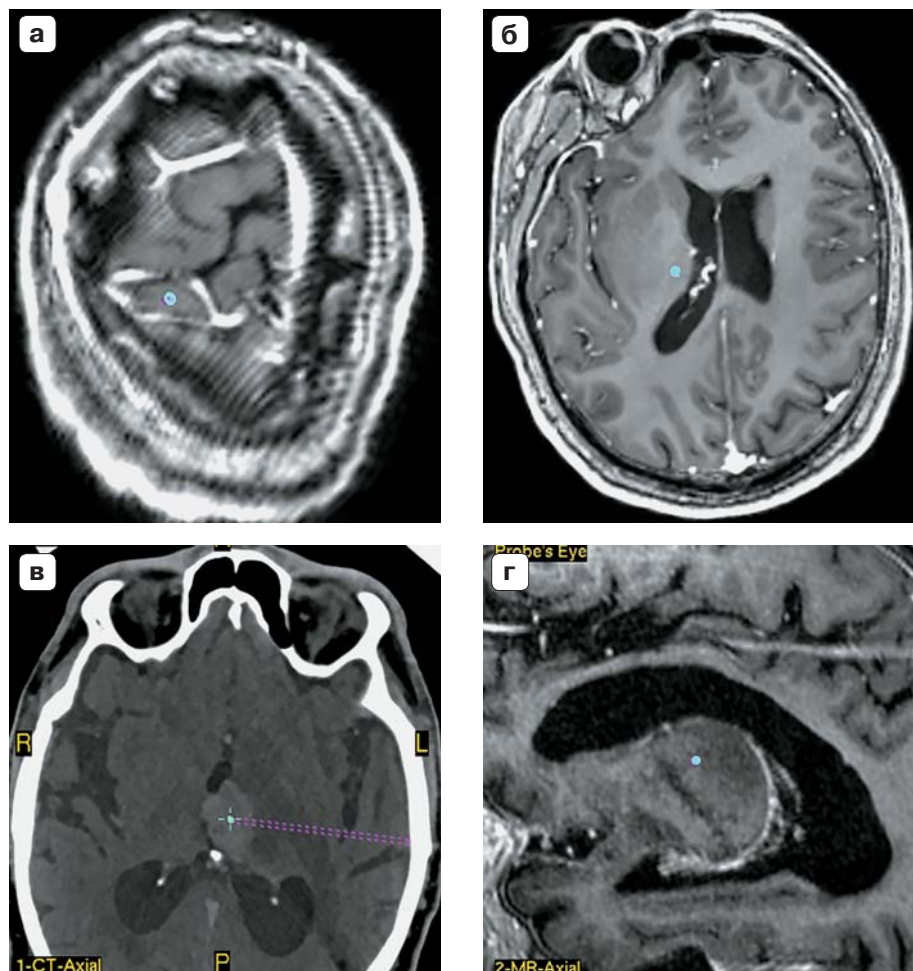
The trajectory of biopsy outside the functional zones and vascular structures (in particular, outside the vascular plexus) of the brain. a – entry point located between two cortical veins (blue dot); б – trajectory passes outside the ventricles of the brain and outside the vascular plexus (marked with blue dot); в – axial CT visualizes the left part of brain stem tumor with a target point; г – MRI T1-weighted images with contrast enhancement; the trajectory of the biopsy (blue dot) outside of the lateral ventricle and vascular plexus.
